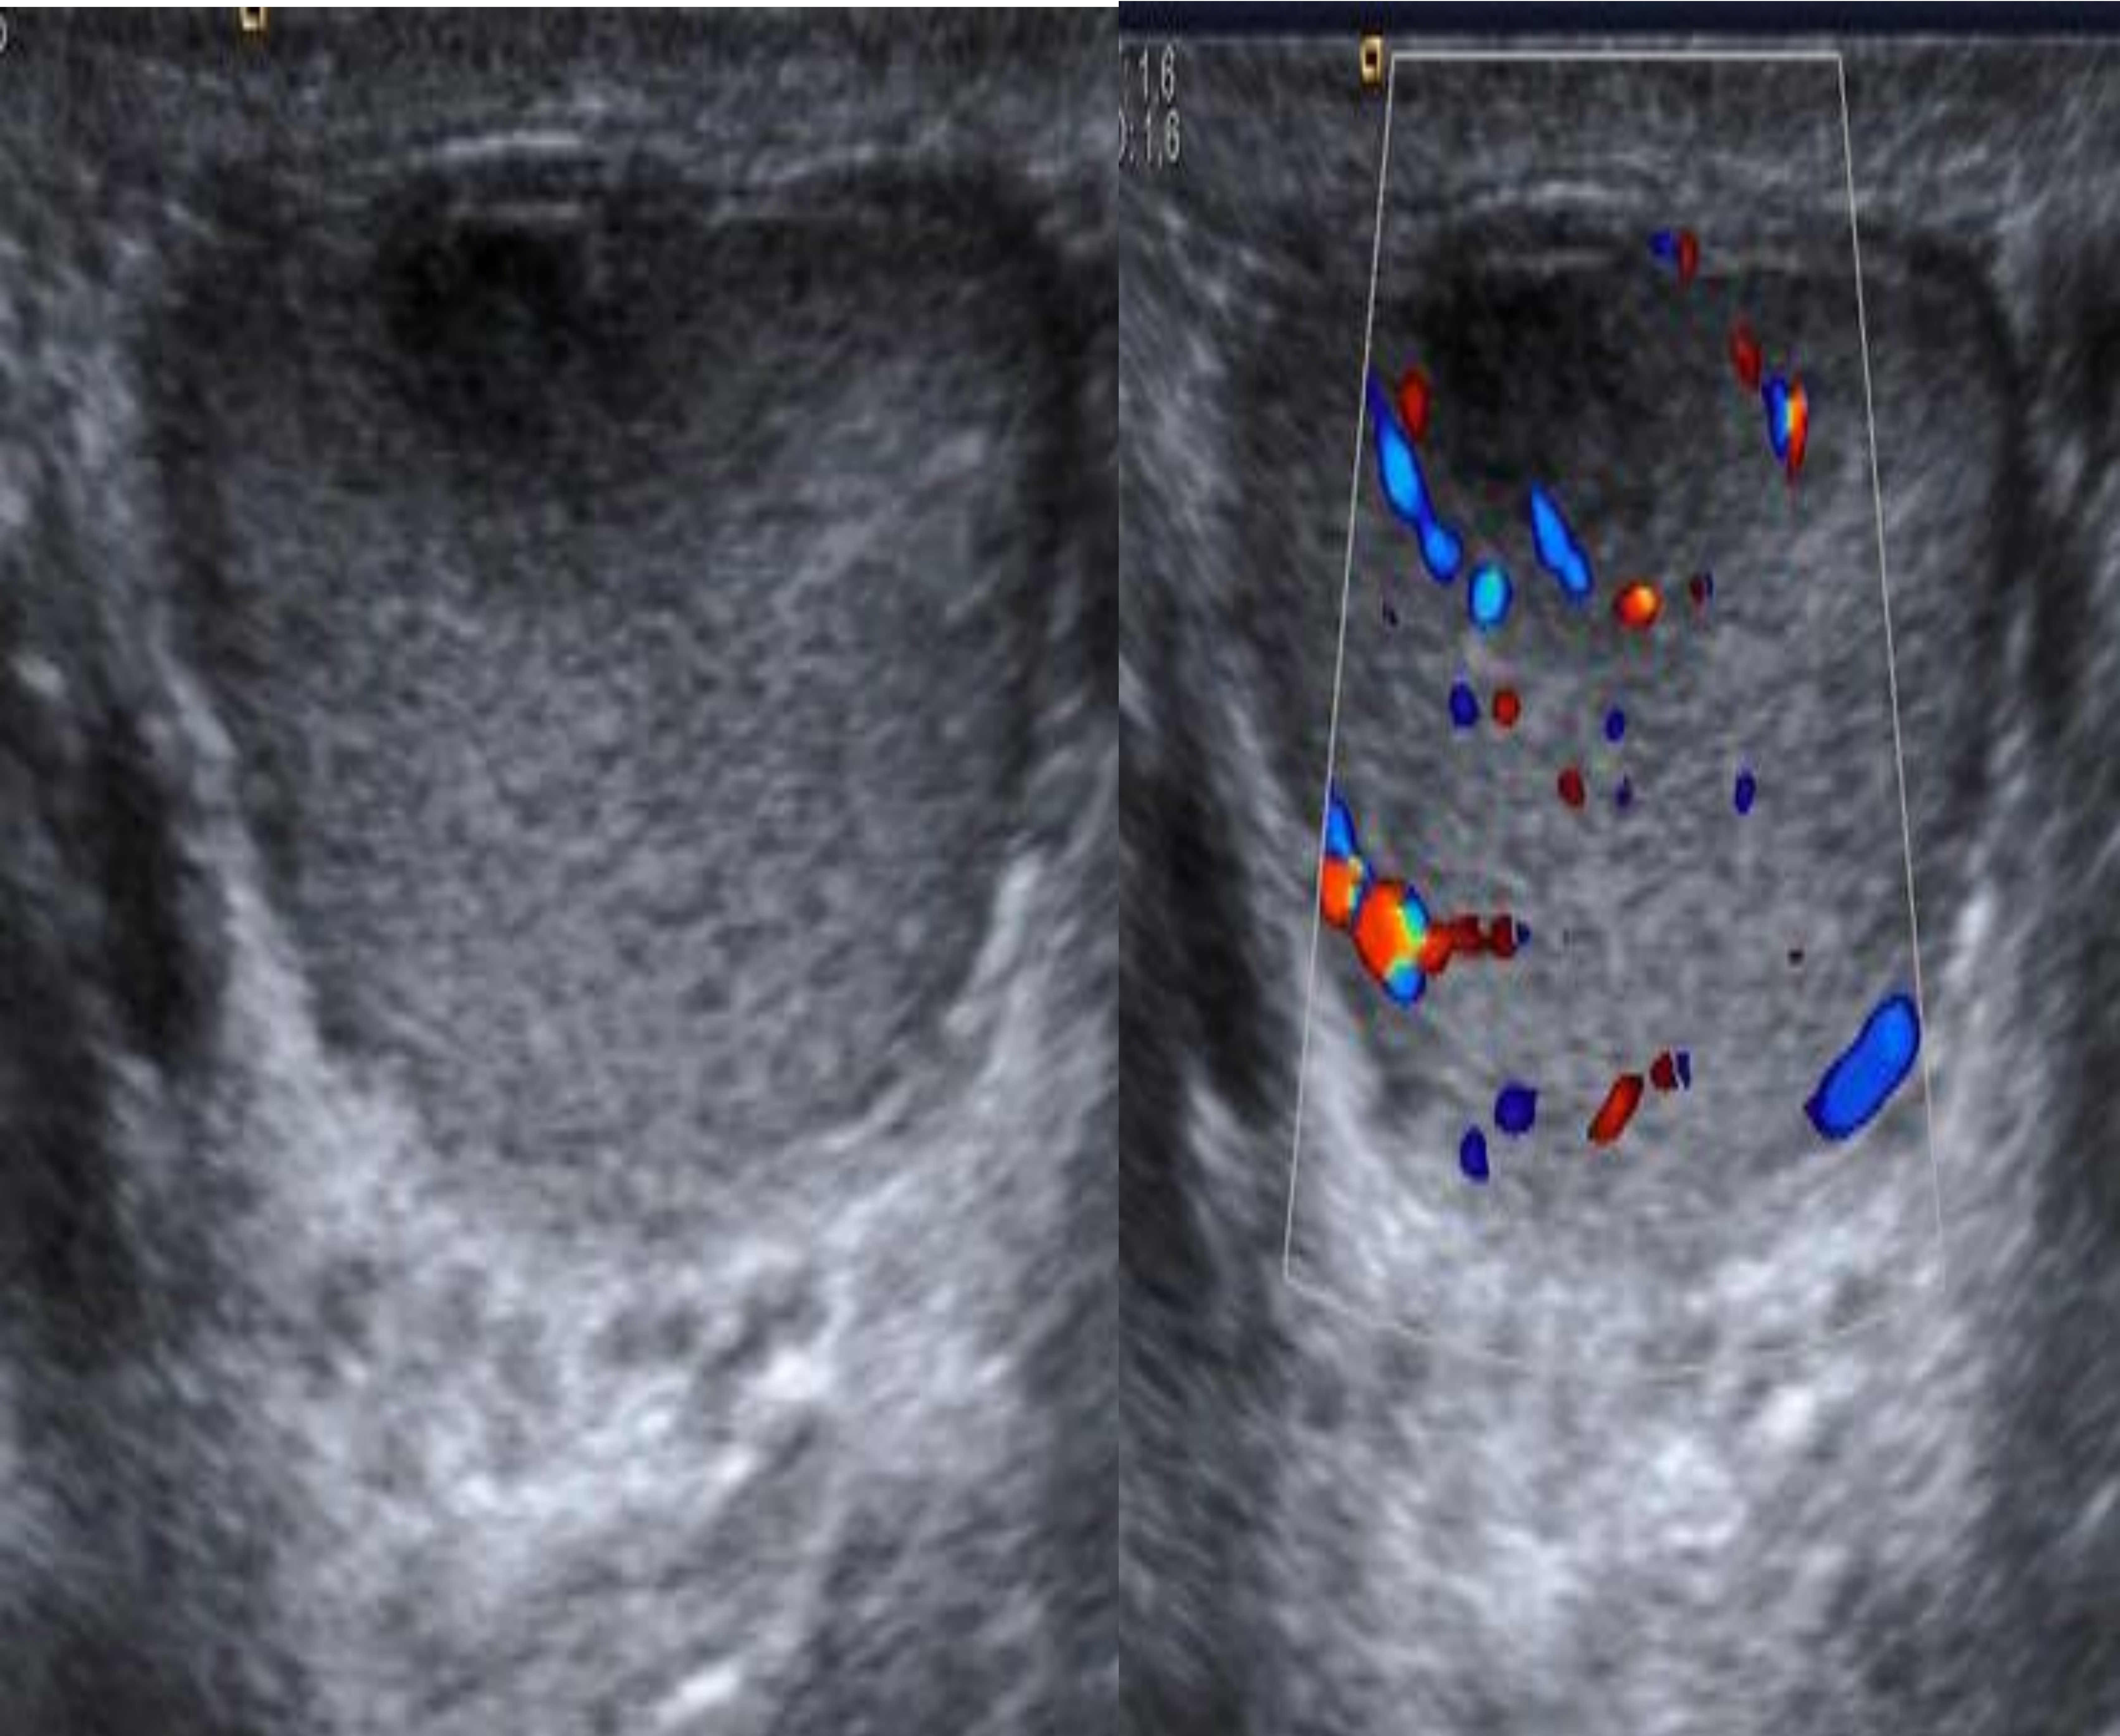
Orquitis focal: en el lado anterior del tercio medio del testículo izquierdo, se observa una lesión focal con una morfología ovoide de aproximadamente 6 x 4 mm, hipoecoica y con vascularización periférica. Esta lesión no estuvo presente en el control de ultrasonido un mes después de la evolución.
